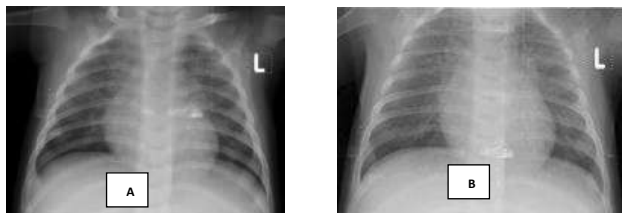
Radiografia cutiei toracice a copilului cu infecție COVID-19
